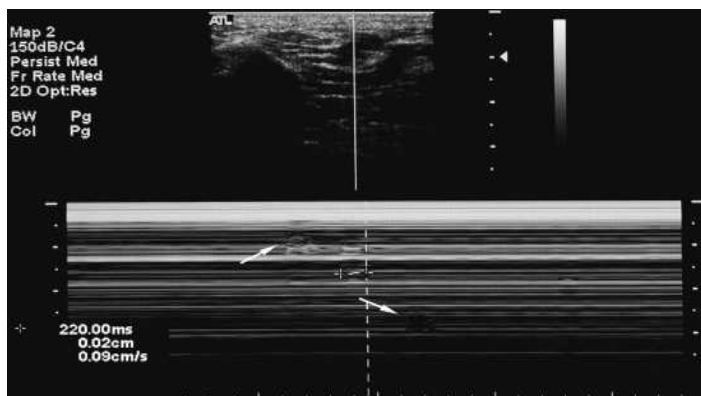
Utilização da técnica da ultrassonografia por modo M, para detectar pequenos movimentos das fibras musculares. As setas brancas indicam perturbações focais que reflectem fasciculações locais no músculo. A duração destas fasciculações é de aproximadamente 220 ms⁽¹⁾. In: Walker, F O et al. *Ultrasound of nerve and muscle*. Clinical Neurophysiology. 2003, Vols. 115: 495-507.
